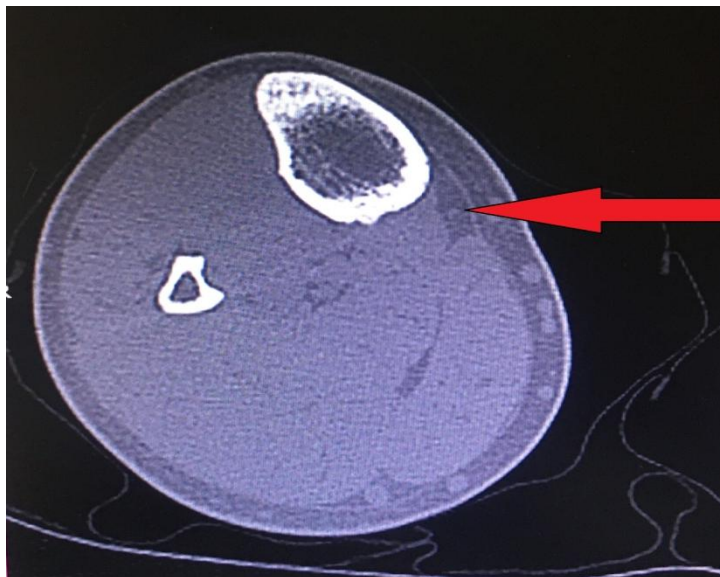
Рентгеновская компьютерная томография. Фиброзный тип культи. Стрелкой указаны выраженные рубцовые изменения мягких тканей
